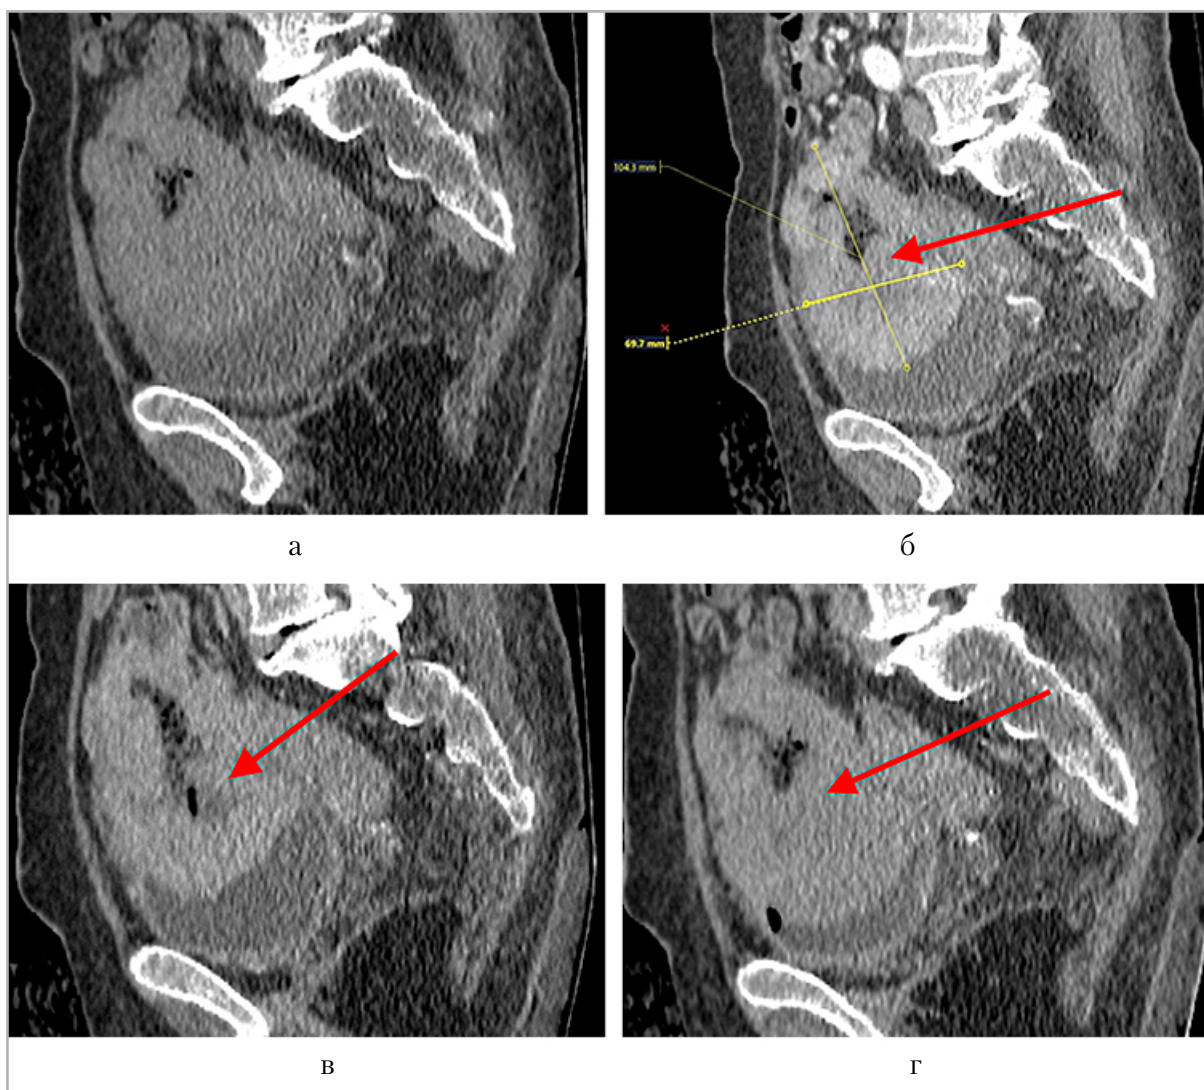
Компьютерные томограммы органов малого таза с внутривенным КУ в сагиттальных срезах: *а* — нативная фаза; *б* — ранняя артериальная фаза: признаки интрамурального характера накопления контрастного вещества образованием; *в, г* — венозная и отсроченные фазы: последующее выведение контрастного вещества (*красные стрелки*); размеры образования — *желтые маркеры*
